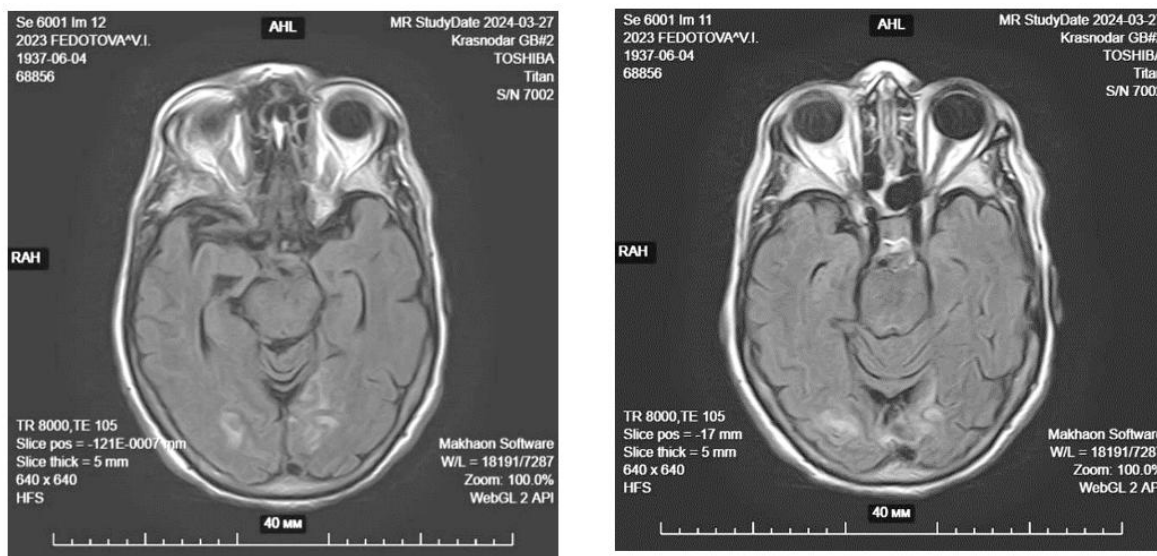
Пациентка Х., 88 лет. МРТ головного мозга. Двусторонние постишемические очаги в обеих затылочных долях (МР-томограф 1,5 Тл Toshiba Titan)
